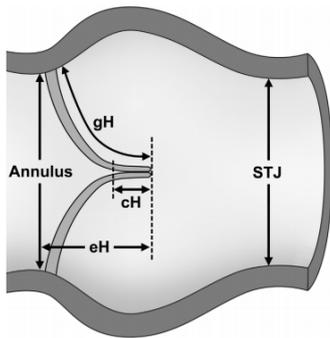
主动脉瓣修复术的术前超声心动图主动脉根部评估测量。
